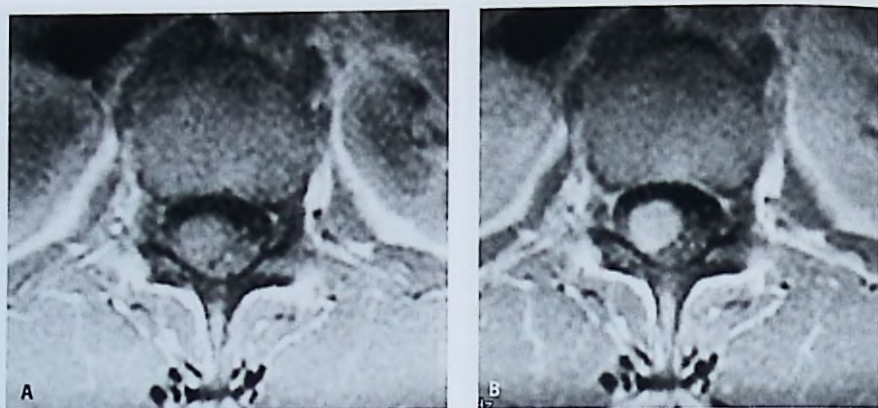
RM axiales que muestran un neurinoma antes (A) y después (B) de la administración de gadolinio.
